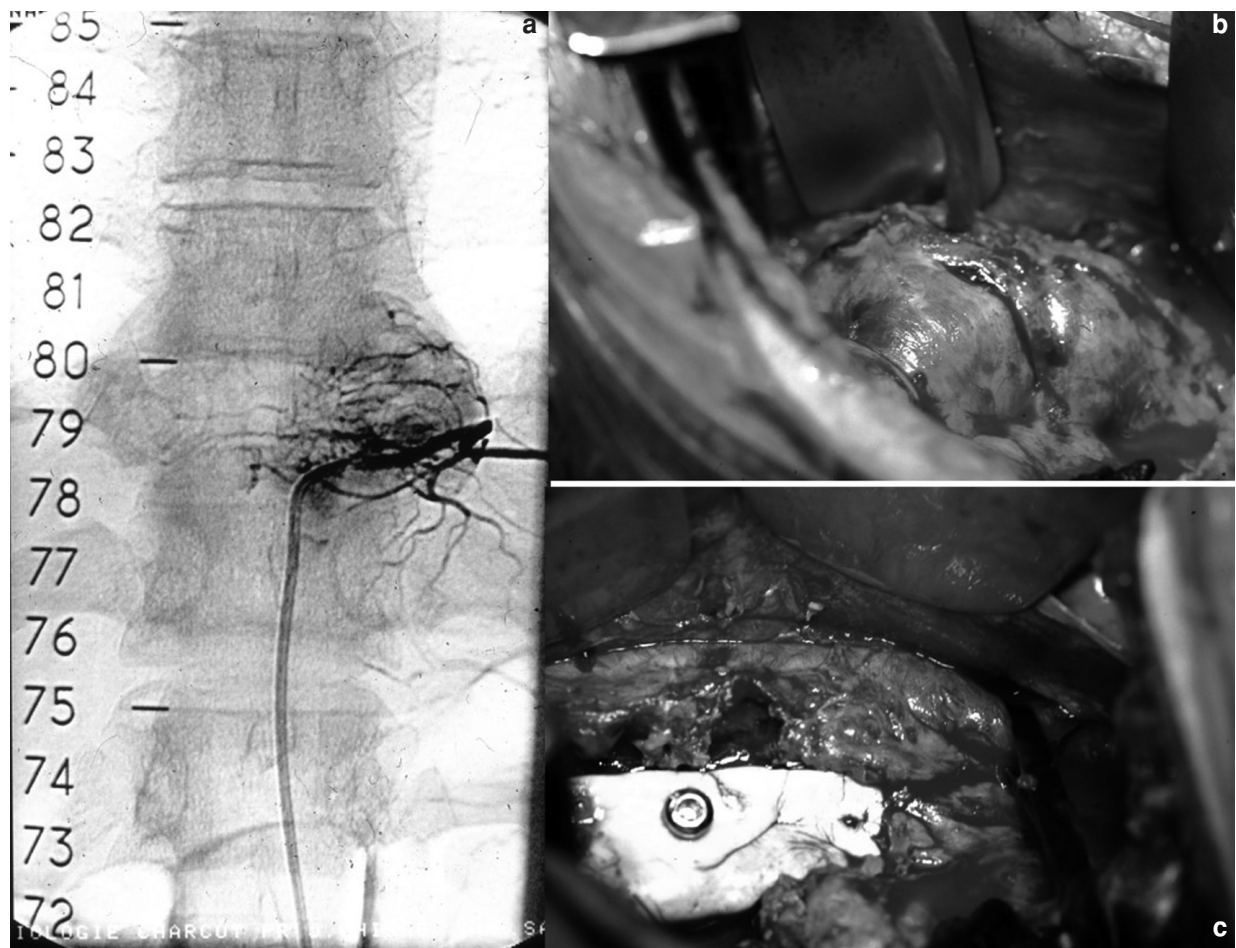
Radiographie de l'embolisation préopératoire d'une TCG de T11. Vues peropératoires de la thoracotomie permettant le curetage et le comblement par du ciment chirurgical.
